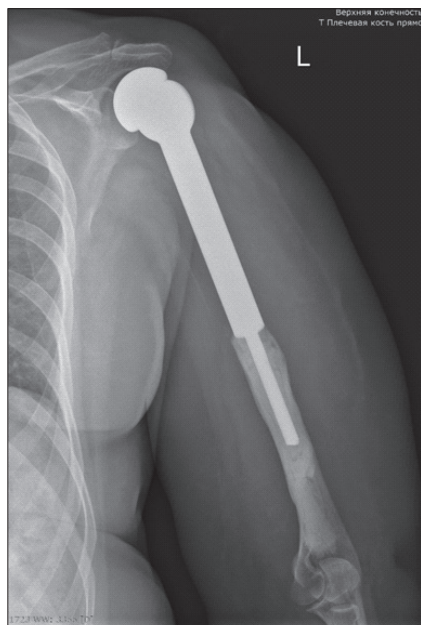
Рентгенография после удаления проксимального фрагмента левой плечевой кости с замещением дефекта эндопротезом левого плечевого сустава. Прямая проекция
